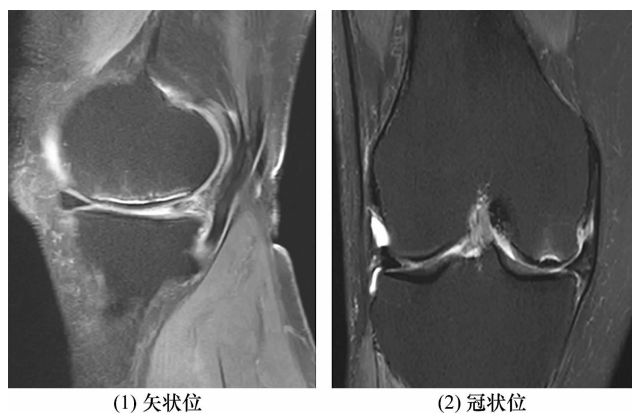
内侧半月板后根撕裂继发膝关节软骨下骨不全骨折 MRI
